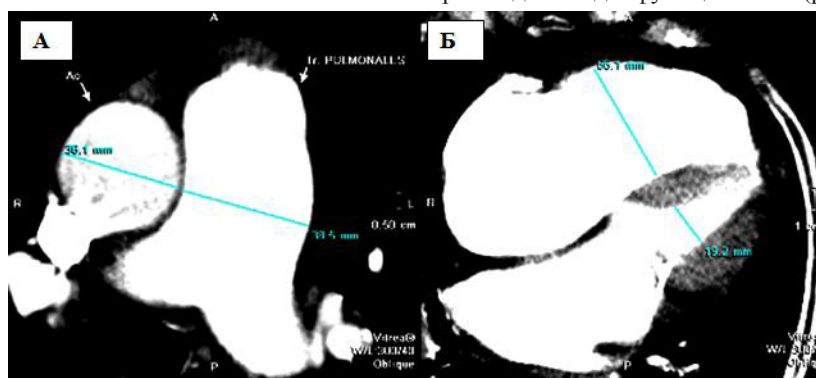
КТ ангиопульмонограммы в аксиальной плоскости, которые иллюстрируют: А - наличие легочной гипертензии (диаметр ствола легочной артерии = 38,5 мм и соотношение диаметров аорта/ствол ЛА > 1); Б - дисфункцию правого желудочка (соотношение размеров ПЖ/ЛЖ = 55,1/19,2 мм, > 1).
